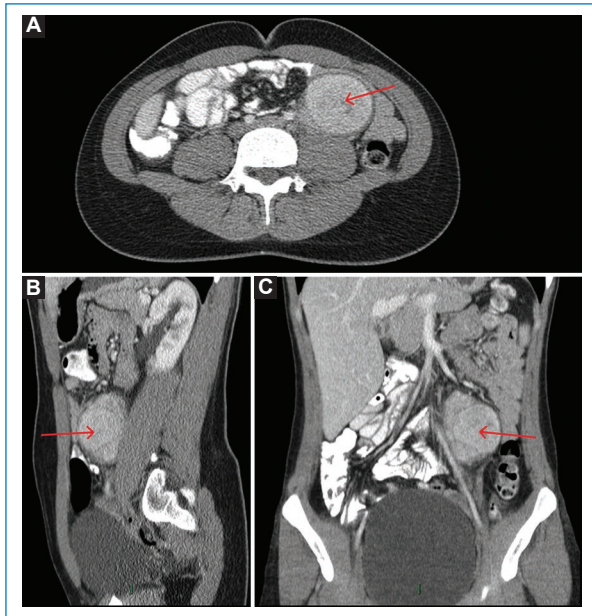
TC de abdomen con contraste en fase venosa en plano axial (A), sagital (B) y coronal (C). Se observa una masa redonda, retroperitoneal, paraaórtica izquierda (flechas rojas), que mide $8 \times 5.6 \times 4.6$ cm, adyacente al músculo psoas, con realce homogéneo con el medio de contraste, sin calcificaciones ni zonas de necrosis. No hay invasión de las estructuras adyacentes.
